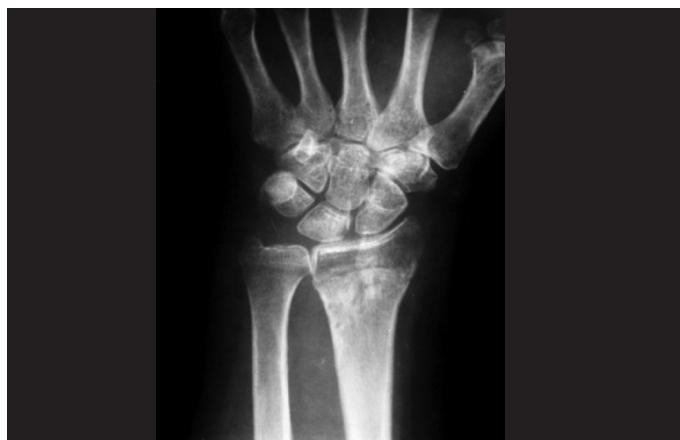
Radiografia de punho na incidência posteroanterior após a remoção dos fios de Kirschner, demonstrando o resultado final do tratamento da fratura do rádio distal.
